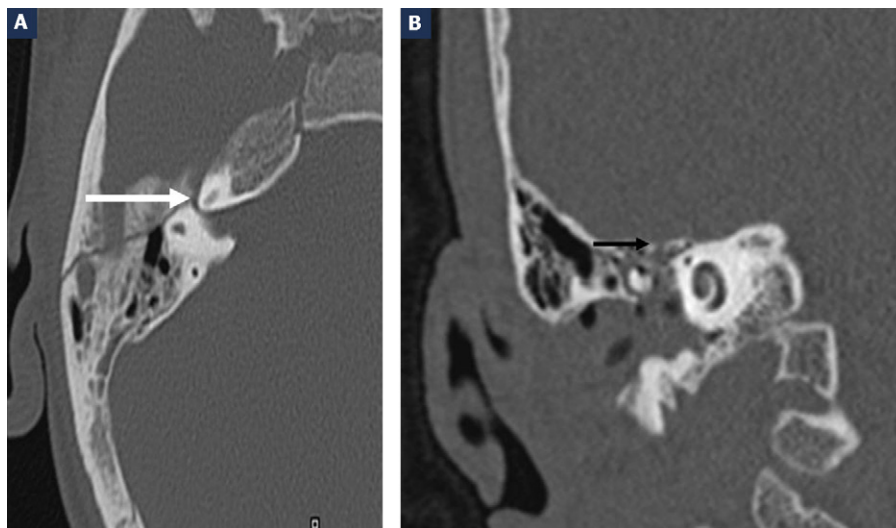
A. Coupe TDM axiale : fracture longitudinale extralabyrinthique droite passant par l'écaille horizontale rétroméatique et irradiant vers le tegmen tympani (flèche blanche). B. Coupe TDM coronale : fracture du tegmen tympani (flèche noire).
